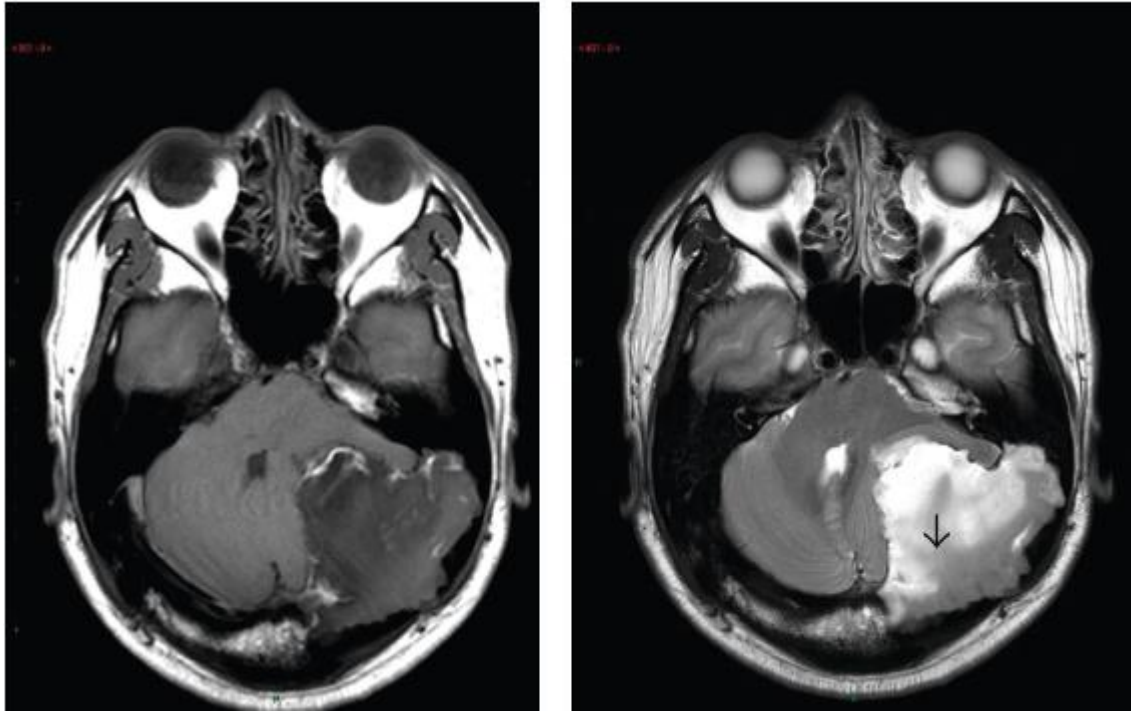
Resonancia magnética en T1 (izquierda) y T2 (derecha) del caso 2(27). Observamos el comportamiento invasivo de la lesión.
